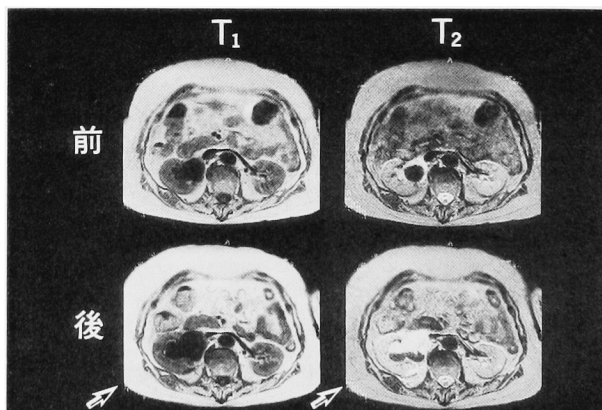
MR images before and after ESWL. (83-year-old woman)
